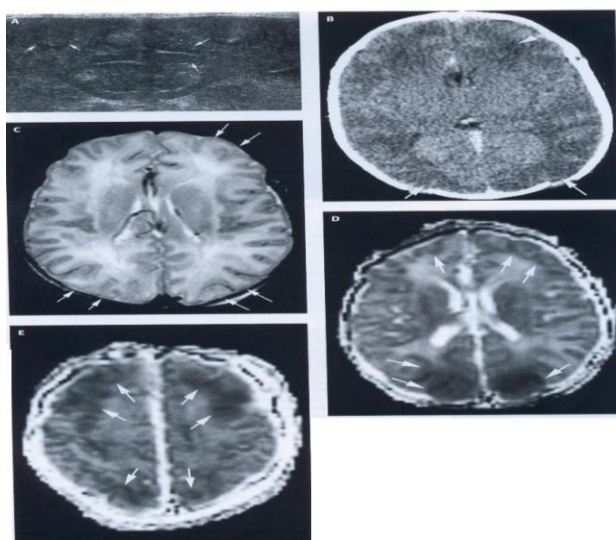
Neurosonografia, tomografia computerizată și rezonanța magnetică nucleară la doua zile copilul născut la termen (caz clinic 3).
